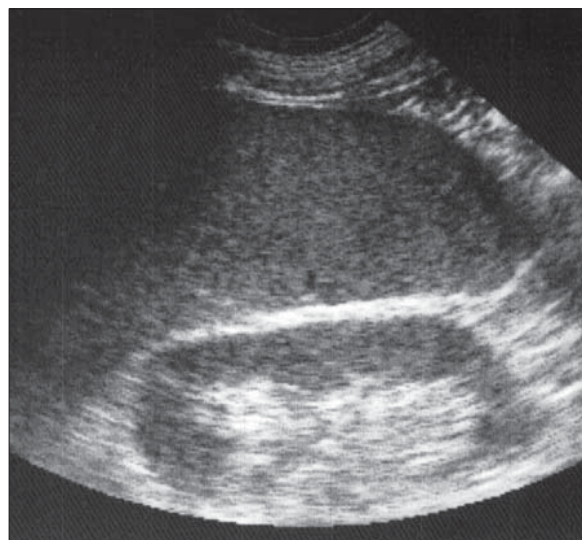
Splenomegalie. Ecografie. Marginea inferioară a splinei este rotunjită și depășește polul inferior al rinichiului.
